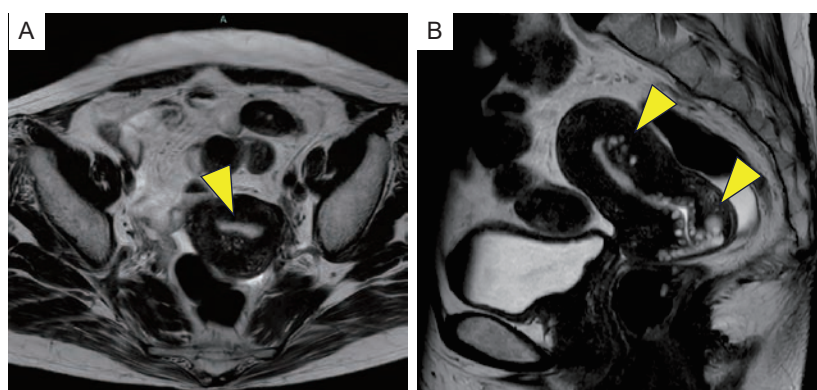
骨盤部単純MRI：T2強調像，水平断および矢状断
